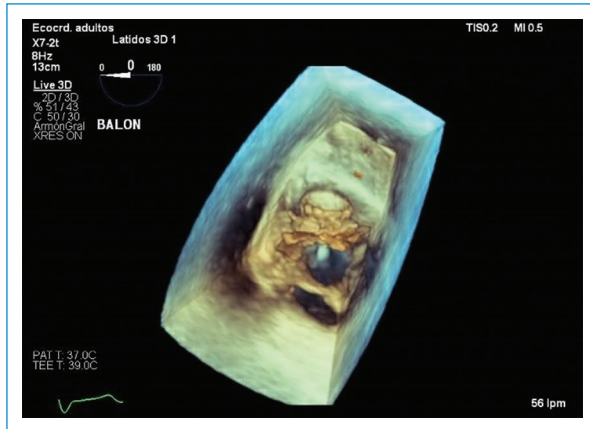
Válvula implantada visualizada mediante ecocardiograma transesofágico.
